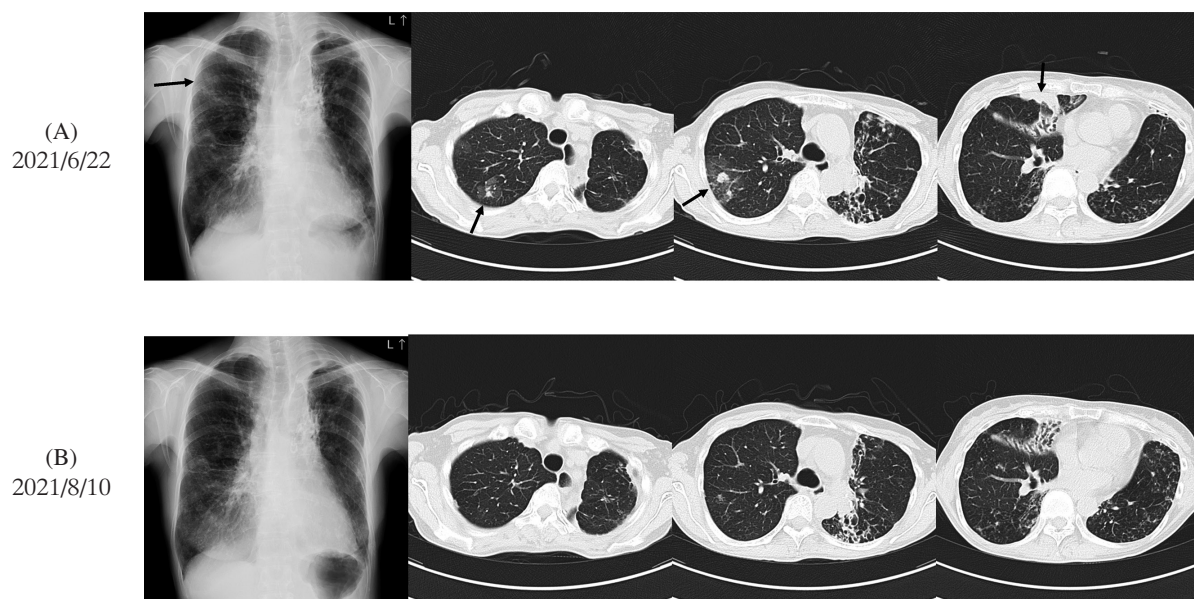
Changes in chest X-ray and chest CT during infection and improvement of *Rothia aeria*; chest X-ray and chest CT on 2021/6/22 (A) showed a new shadow in the upper lobe of the right lung (Arrow). Treatment with minocycline eliminated those shadows on 2021/8/10 (B).
